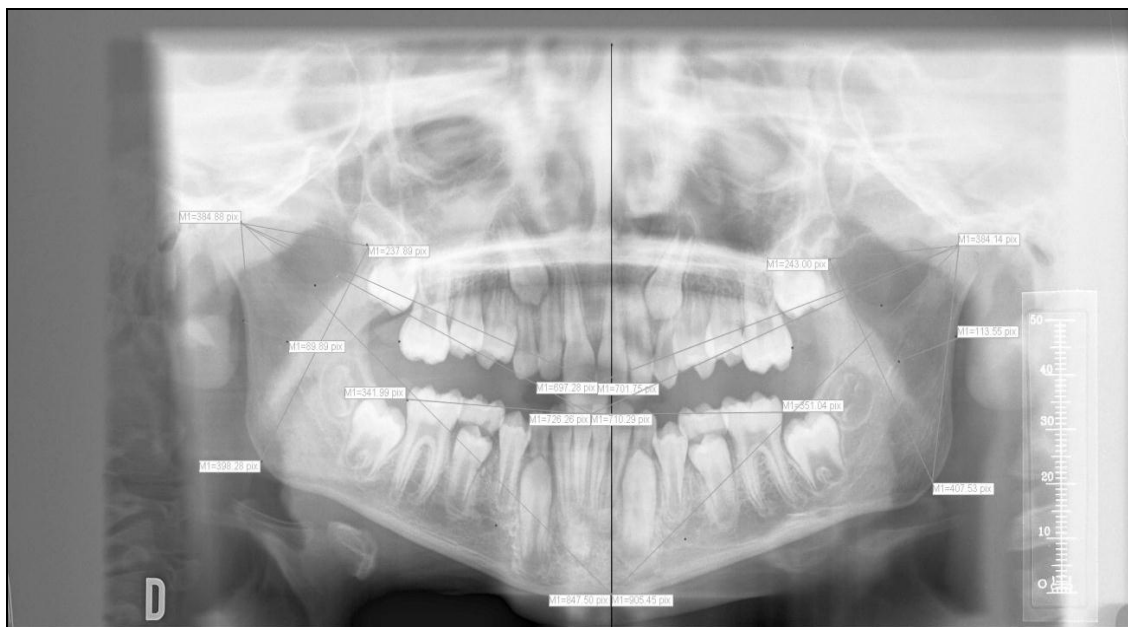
Líneas oblicuas trazadas sobre la ortopantomografía.
